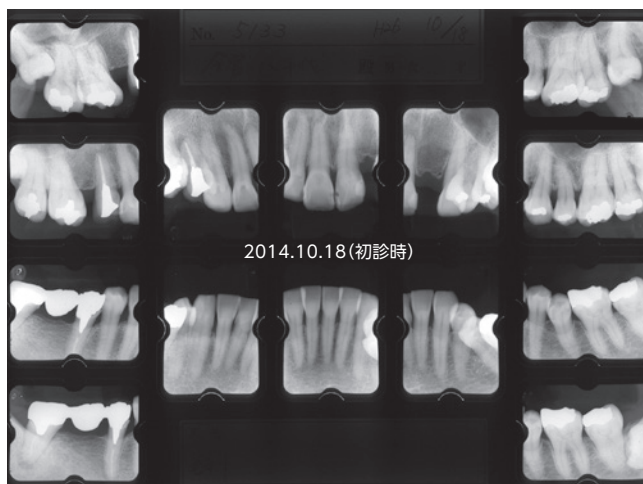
初診時のデンタルX線写真14枚法。歯周病に関しては、ブランクコントロールも比較的良好で、全顎的に歯槽骨の著しい吸収は認められなかった。⑦には根尖病変が認められ、サイナストラクトも存在していたため、根管治療の必要性を認めた。
